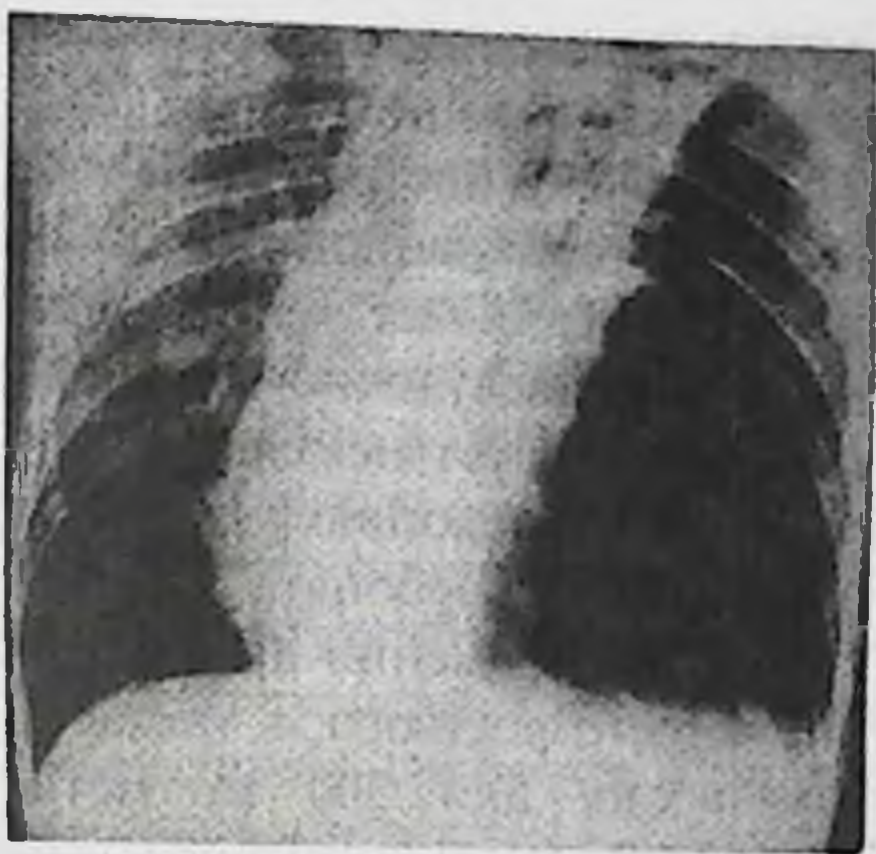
Рентгенограмма. Напряженный пневмоторакс слева, со смещением средостения в правую сторону
